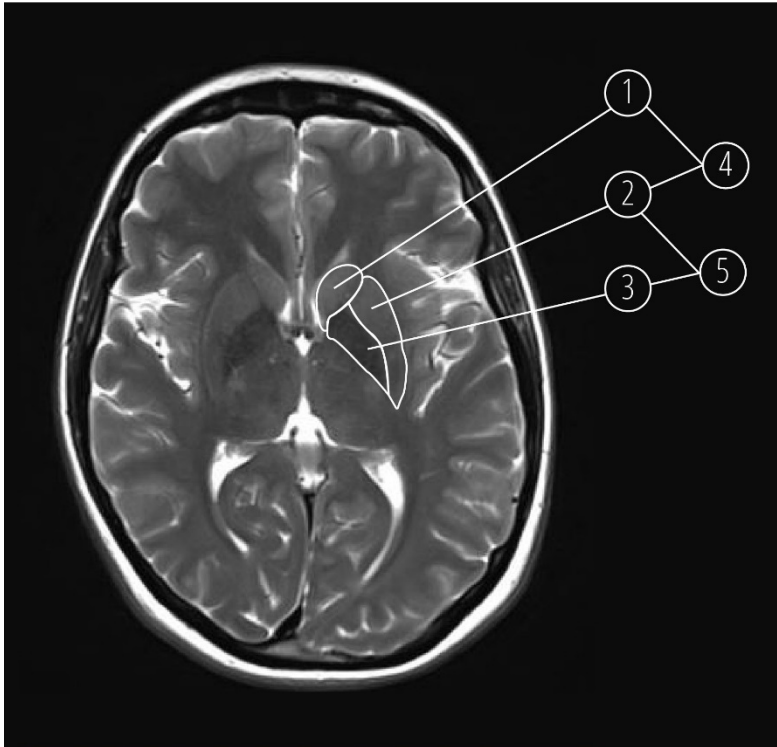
Basalganglien auf der axialen T2-gewichteten MRT-Sequenz: 1 – Nucleus caudatus, 2 – Putamen, 3 – Pallidum, 4 – Corpus striatum, 5 – Nucleus lentiformis.
